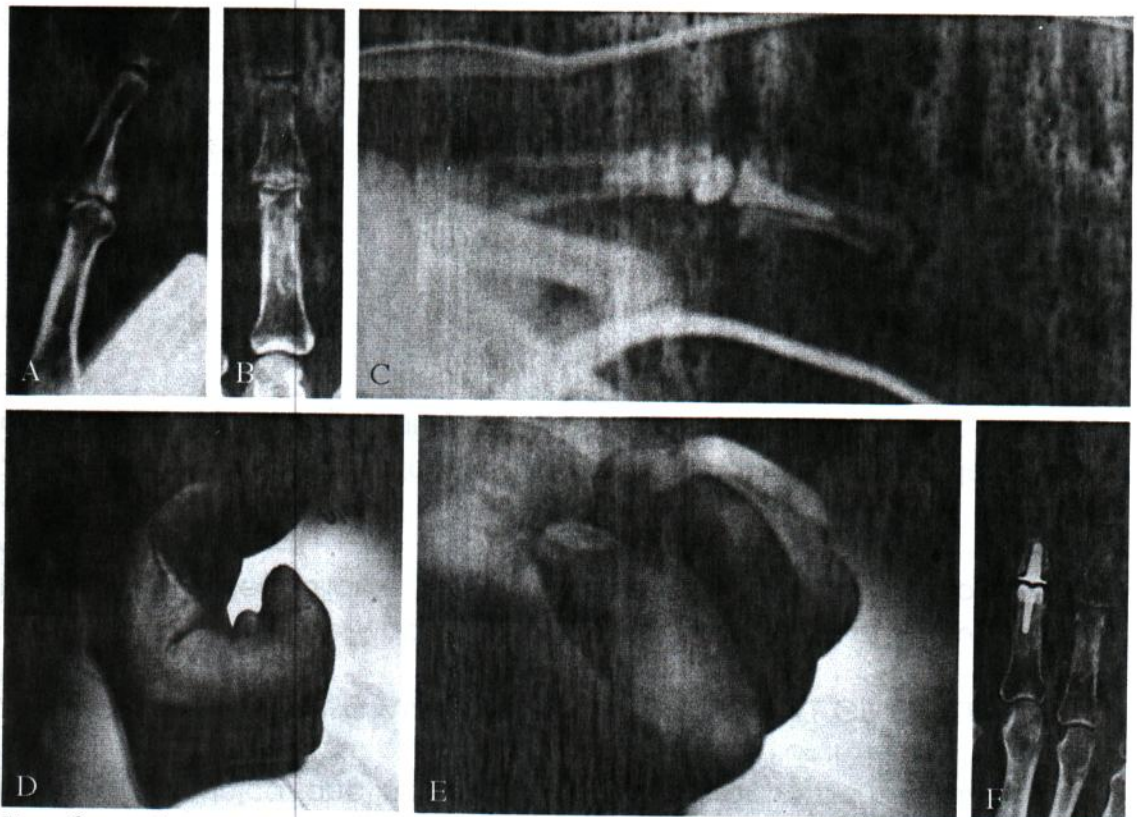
A-C) Grave artrosi post-traumatica IFP 3° dito trattata con Ascension-PIP. Nella figura a destra si vede come il dito è protetto in una stecca di Zimmer ampia per consentire un certo grado di movimento. D-F) Aspetto clinico e radiografico a distanza di 2 anni e 10 mesi.
